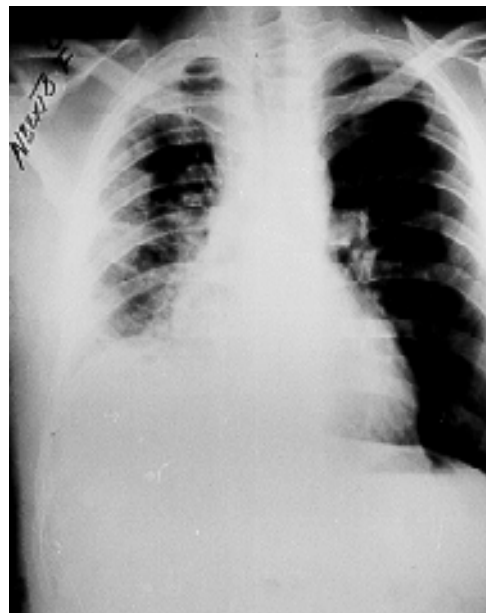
Caso 2: Radiografía de tórax con imagen de pleuritis derecha residual, posterior a decorticación.
